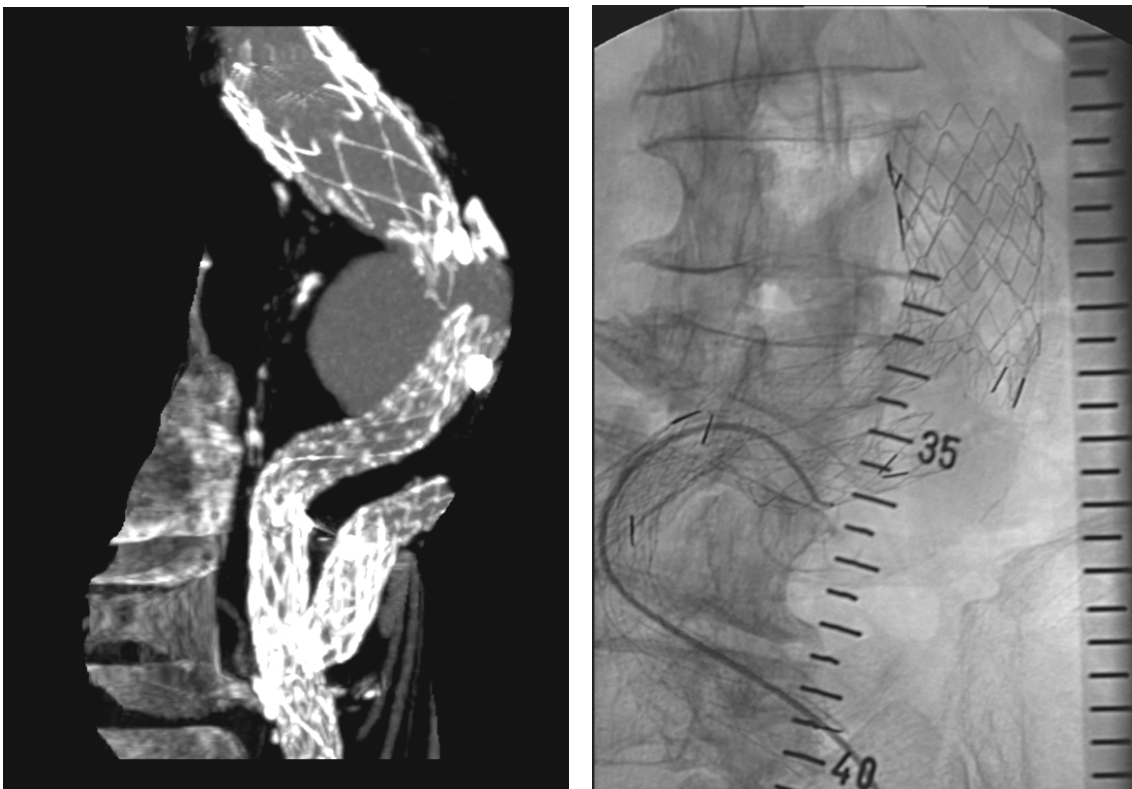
Typ III-Endoleak in der CT-Rekonstruktion und der Angiographie
